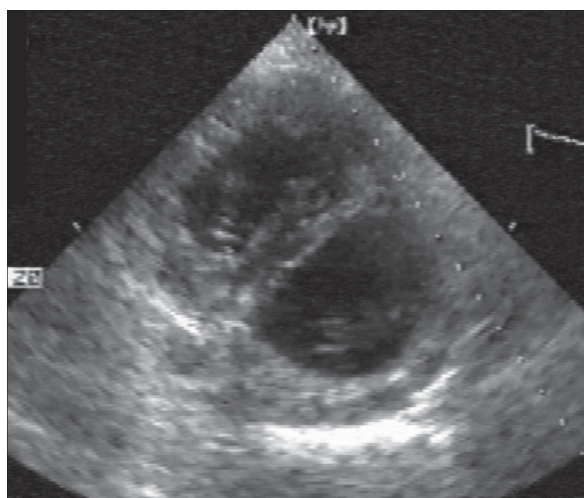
Ventriculii. Secțiune parasternal ax scurt.
